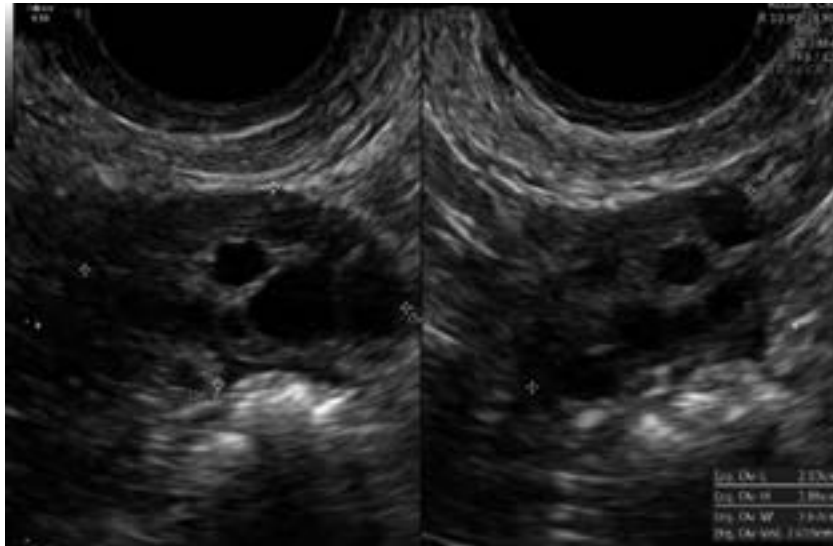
Ecografía transvaginal que evidencia cohorte folicular después de cuarto ciclo de estimulación
